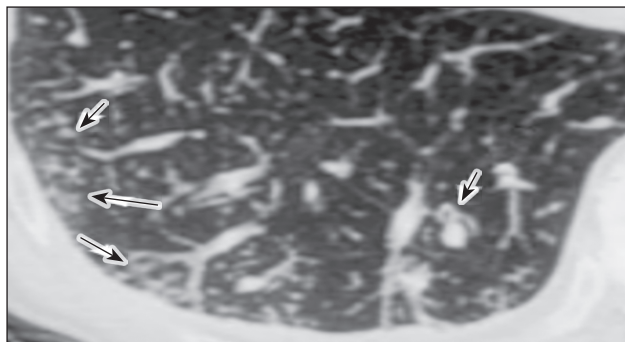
КТ високої якості: дрібновогнищеві субплевральні структури, симптом «гілки верби» (стрілки)
